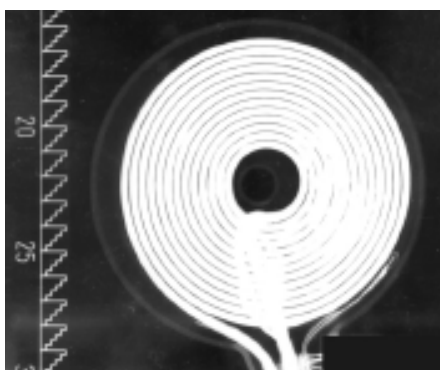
Röntgenaufnahme einer Rundspule [Kammer und Thielscher 2003]
